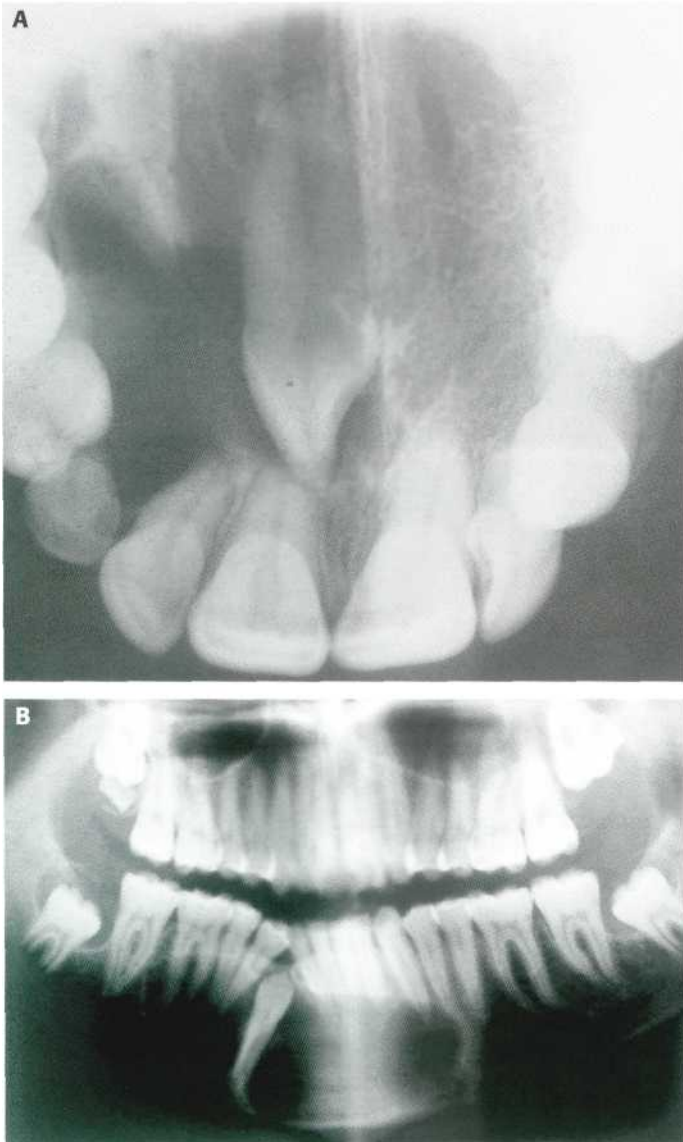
Presencia de quistes foliculares en caninos incluidos. (A) Radiografía oclusal que nos permite ver un 1.3 incluido con un quiste folicular. (B) Quiste folicular de grandes dimensiones en relación con un 4.3 incluido.
